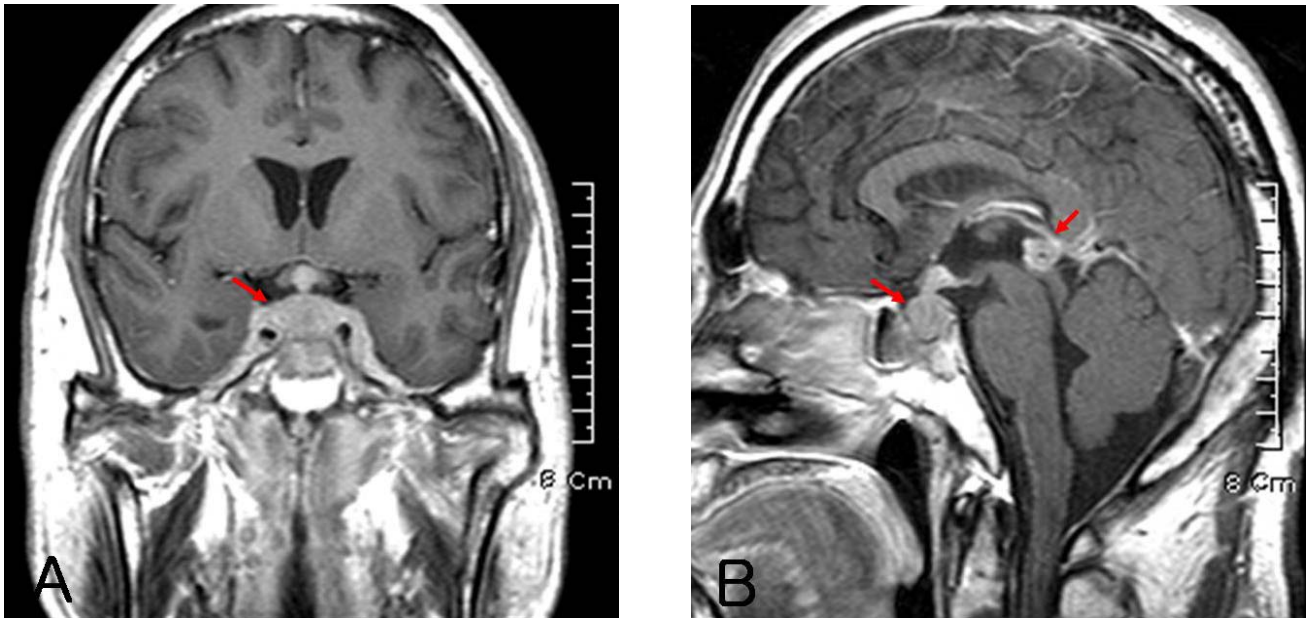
Coronal (A) and sagittal (B) MRI following intravenous gadolinium infusion revealed a diffusely enlarged, homogenously enlarged, homogeneously enhancing sellar lesion and heterogeneously enhancing small mass on the pineal gland (arrows).
